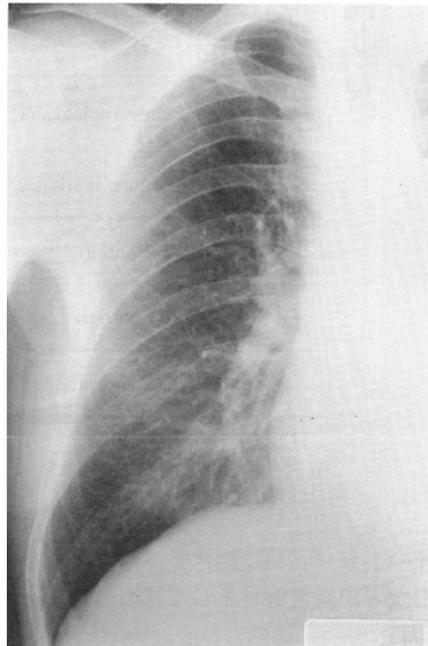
Posteroanterior roentgenogram of a manganese refinery worker aged 45, 23 years after first dust exposure, reveals irregularity of lung markings in the upper and mid lung zones and irregularity of lung markings as well as reticular pattern in the lower lung zone.
